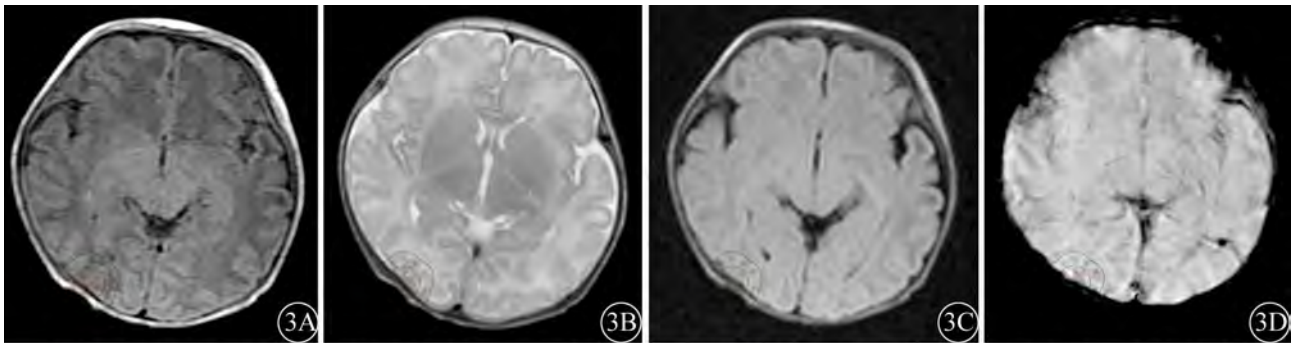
左侧枕叶脑出血。病变在T1WI (3A)、T2WI (3B)、FLAIR (3C)均无明显显示,而在ESWAN (3D)显示为低信号
